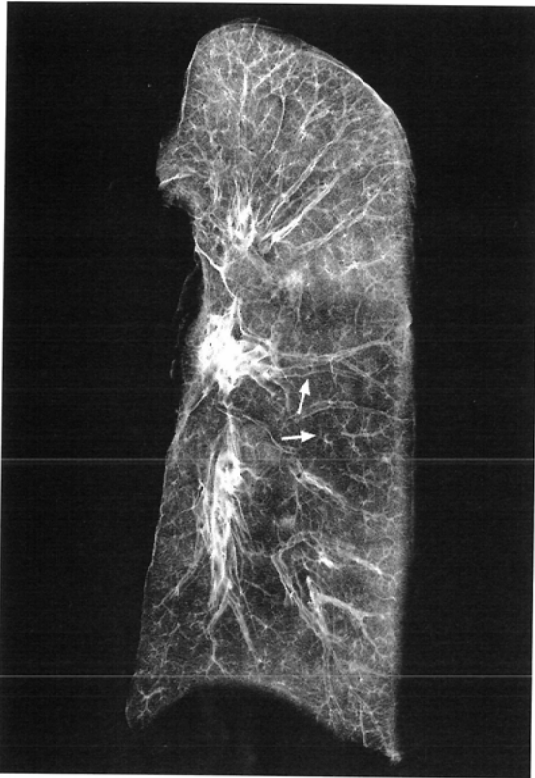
Radiograph of normal inflated fixed human lung. Bronchial branching is composed of dichotomous main branches and side branches (arrows). Note the thin, smooth walls of normal bronchi.
